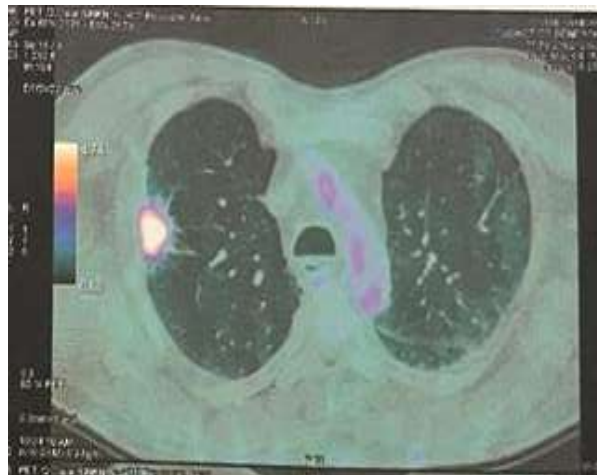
PET-CT scan objectivant une lésion lobaire supérieur droit hypermétabolique de 26 mm (SUV de 18,7)
